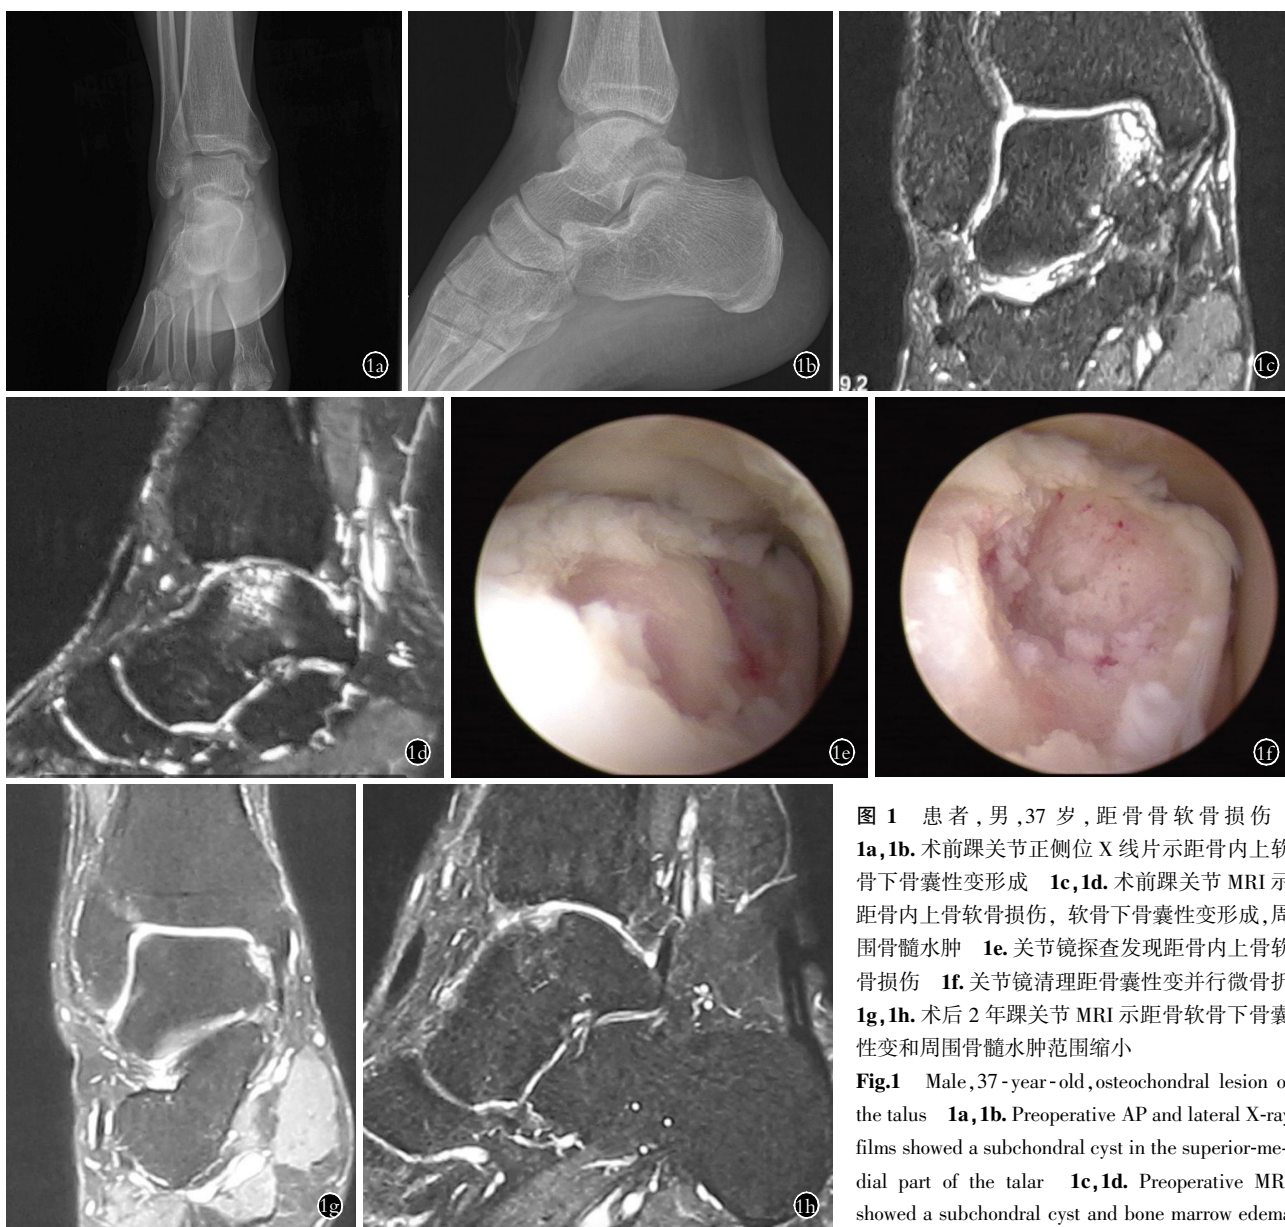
患者,男,37 岁,距骨骨软骨损伤 1a,1b. 术前踝关节正侧位 X 线片示距骨内上软骨下骨囊性变形成 1c,1d. 术前踝关节 MRI 示距骨内上骨软骨损伤,软骨下骨囊性变形成,周围骨髓水肿 1e. 关节镜探查发现距骨内上骨软骨损伤 1f. 关节镜清理距骨囊性变并行微骨折 1g,1h. 术后 2 年踝关节 MRI 示距骨软骨下骨囊性变和周围骨髓水肿范围缩小
